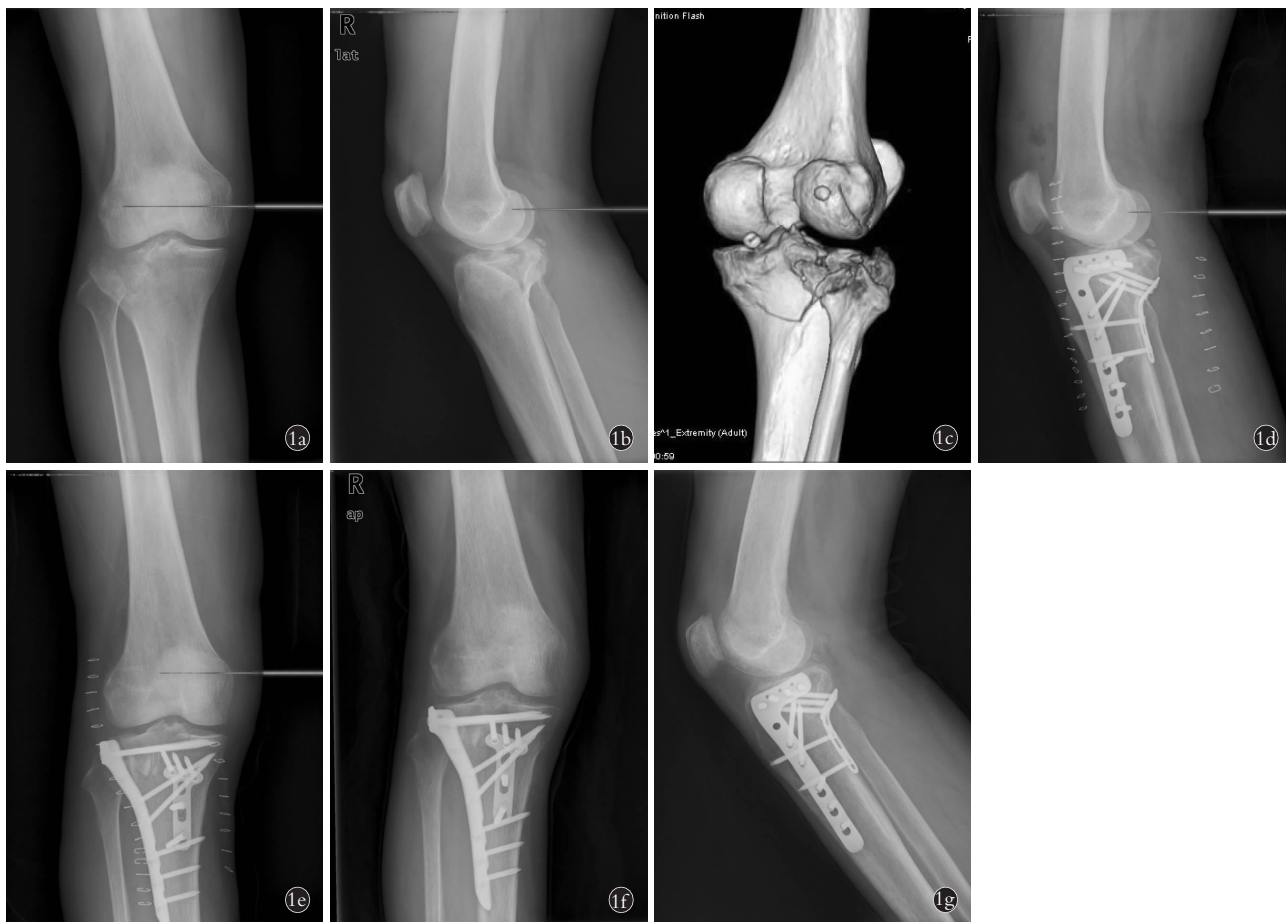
患者,男,60 岁,高处坠落伤致右胫骨平台骨折 1a. 术前正位 X 线片示胫骨平台后外侧髁塌陷骨折 1b. 术前侧位 X 线片示合并胫骨平台内侧劈裂骨折 1c. 术前 CT 三维重建示胫骨平台骨折累及后外侧髁明显塌陷 1d,1e. 术后 1 周侧位及正位 X 线片示胫骨平台后外侧锁定钢板支撑固定,位置良好 1f,1g. 术后 12 个月正侧位 X 线片示胫骨平台后方关节面高度无明显丢失,骨质愈合良好
